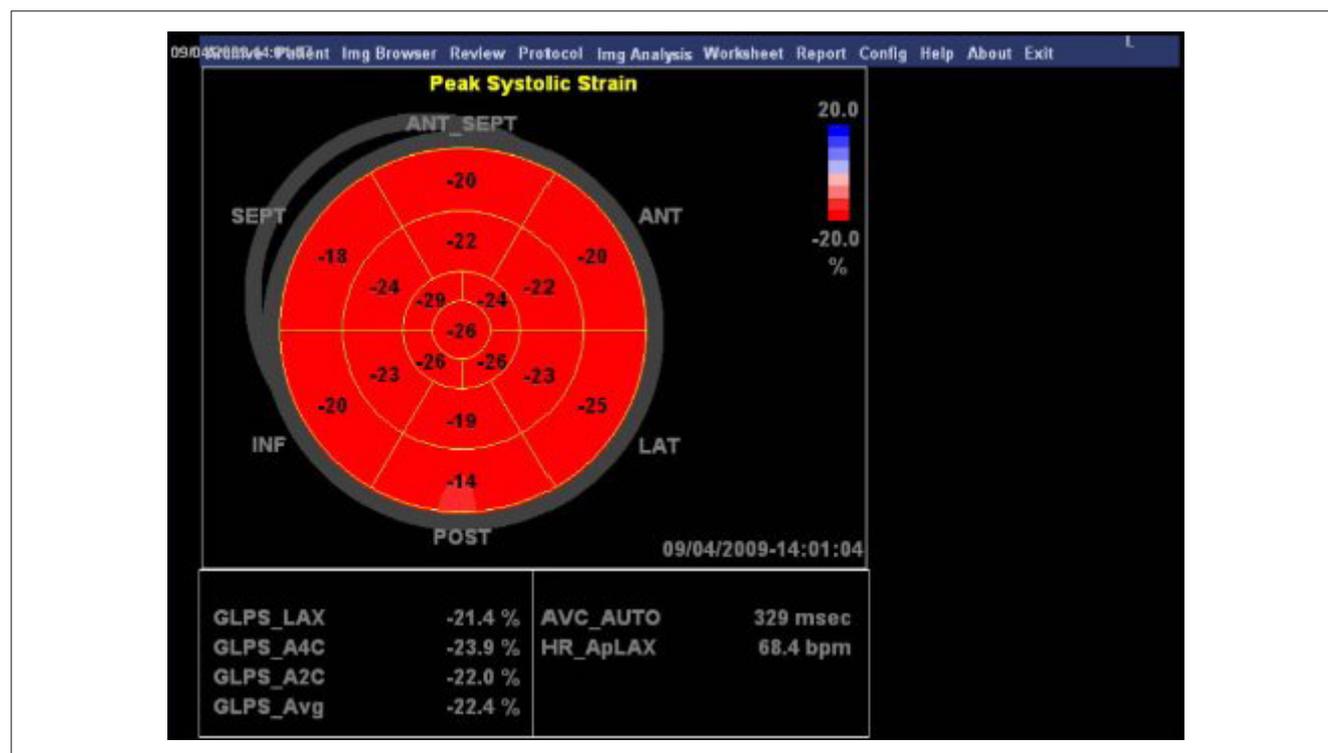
Mapa en Bull's Eye de los valores de strain obtenidos por la ecocardiografía con speckle tracking con el programa EchoPAC (GE Healthcare Technologies Ultrasound).
